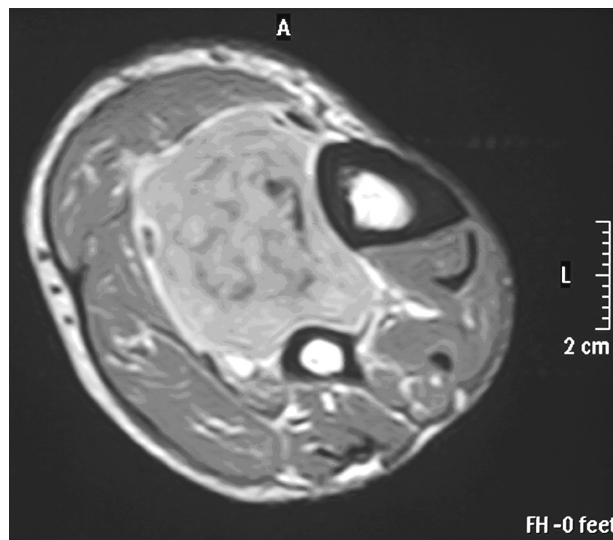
Imagen de resonancia magnética. Secuencia T-2. Corte axial, se aprecia masa heterogénea hiperintensa, que rechaza planos musculares.
